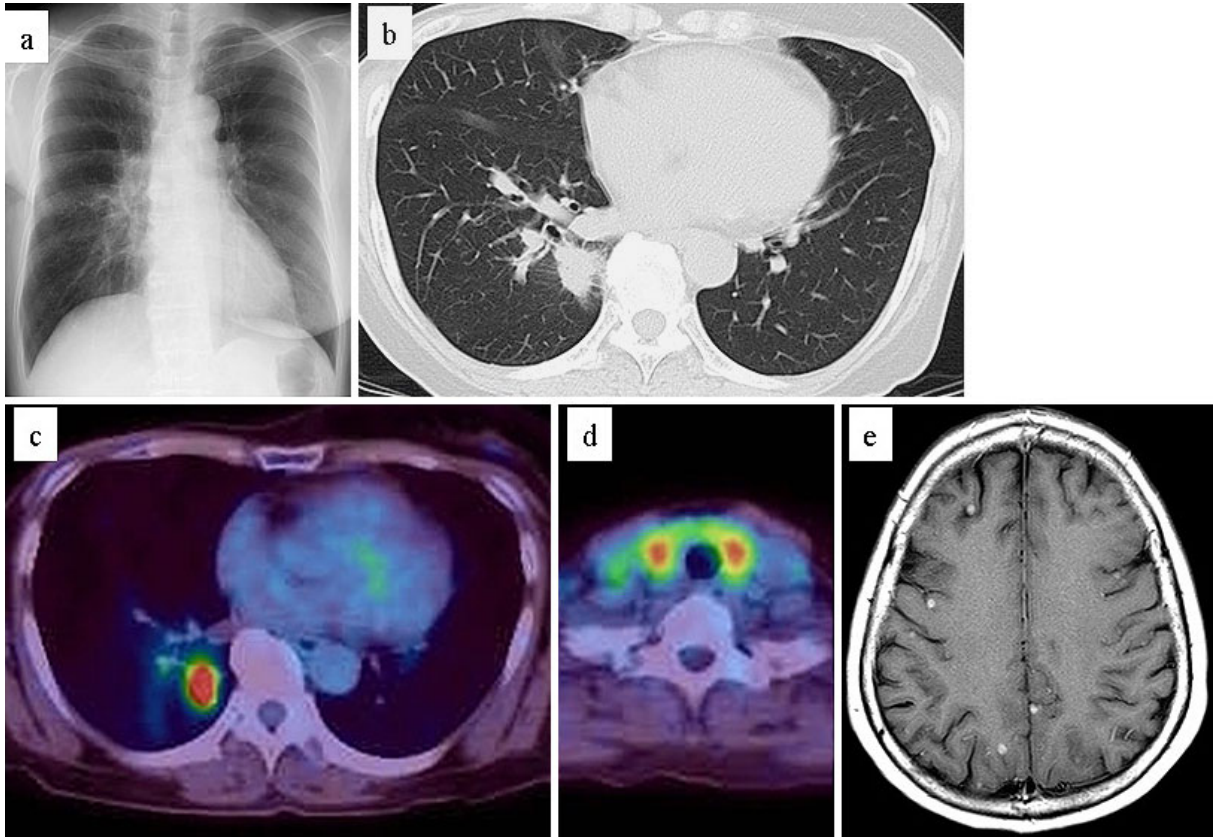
a. Right hilar enlargement confirmed on chest radiography. b. Chest computed tomography (CT) revealed a nodular shadow in the right lower lobe of the lung. c. Positron emission tomography (PET)-CT showed integration to the nodule in the right lower lobe of the lung. d. PET-CT showed bilateral thyroid enlargement and integration. e. Contrast-enhanced magnetic resonance imaging (MRI) of the head revealed multiple brain metastases.
